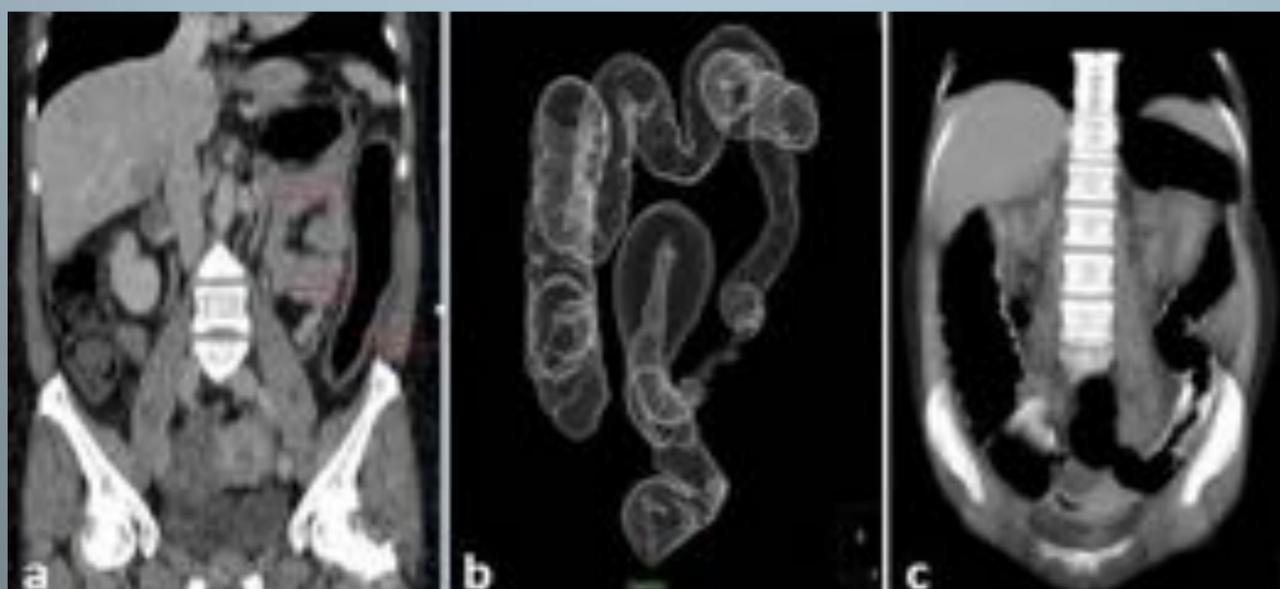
a) MPR coronal: Engrosamiento difuso de la pared proximal al tumor b) Colono-CT(VR) con severa estenosis sigmoidea c) MPR post-stent con normalización de la pared. Radiología.Hospital Medina del Campo-Valladolid/ES:
